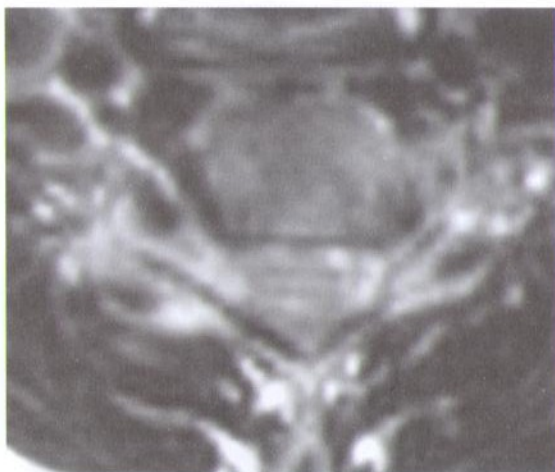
МРТ больного с клиникой цервикальной левосторонней радикулопатии в результате стеноза foraminalного канала смешанного генеза.
